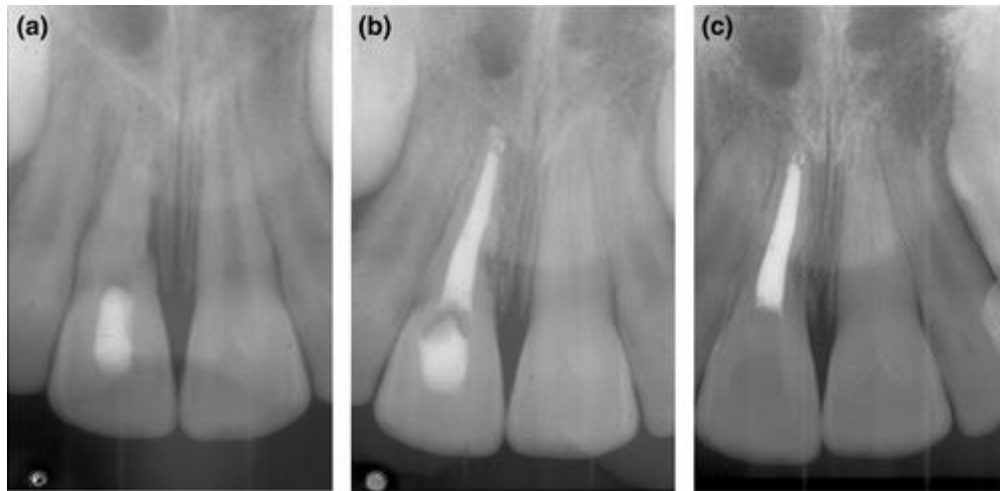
El diente que se muestra con reabsorción inflamatoria lateral externa en la superficie mesial fue tratado de acuerdo con el protocolo de manejo interceptivo. A) Radiografía periapical tomada después de haber utilizado la pasta Ledermix como medicamento para el conducto radicular durante dos períodos de 6 semanas cada uno (es decir, 3 meses en total). La reabsorción ha cesado y es evidente la reparación del PDL y del hueso adyacente. Se utilizó una mezcla 50:50 de pasta Ledermix y Ca(OH)₂ durante 2 meses, seguida de tres apósitos con Ca(OH)₂ solo. B) Radiografía periapical tomada después de completar el empaste del conducto radicular después de 14 meses de vendajes intracanal. No hay signos de reabsorción adicional y ha habido una buena reparación ósea y del PDL. C) Una radiografía de seguimiento de 4 años no muestra reabsorción en curso. (25)
